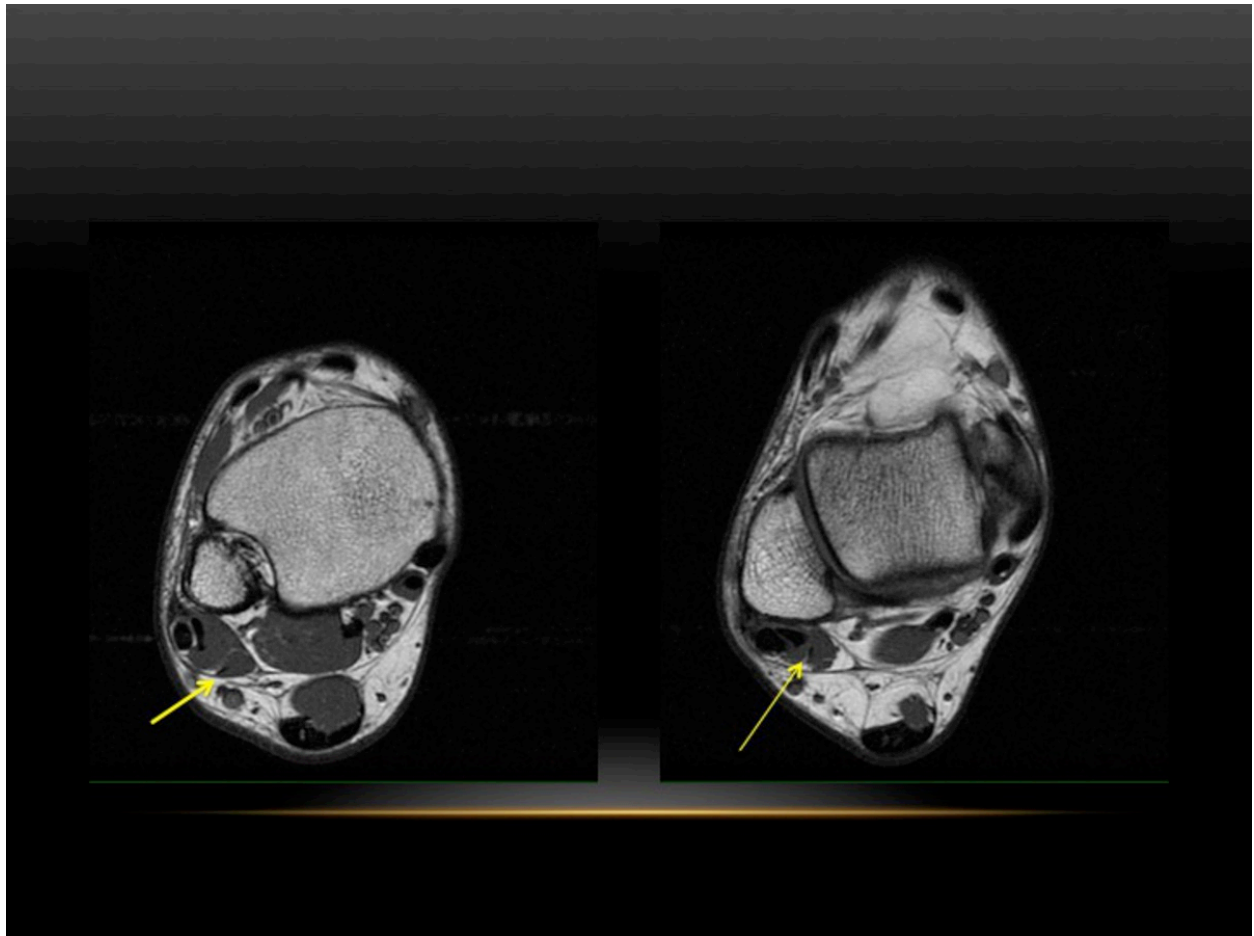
Tendón peroneo cuarto como variante de la normalidad. RM tobillo. Cortes axiales T1.
